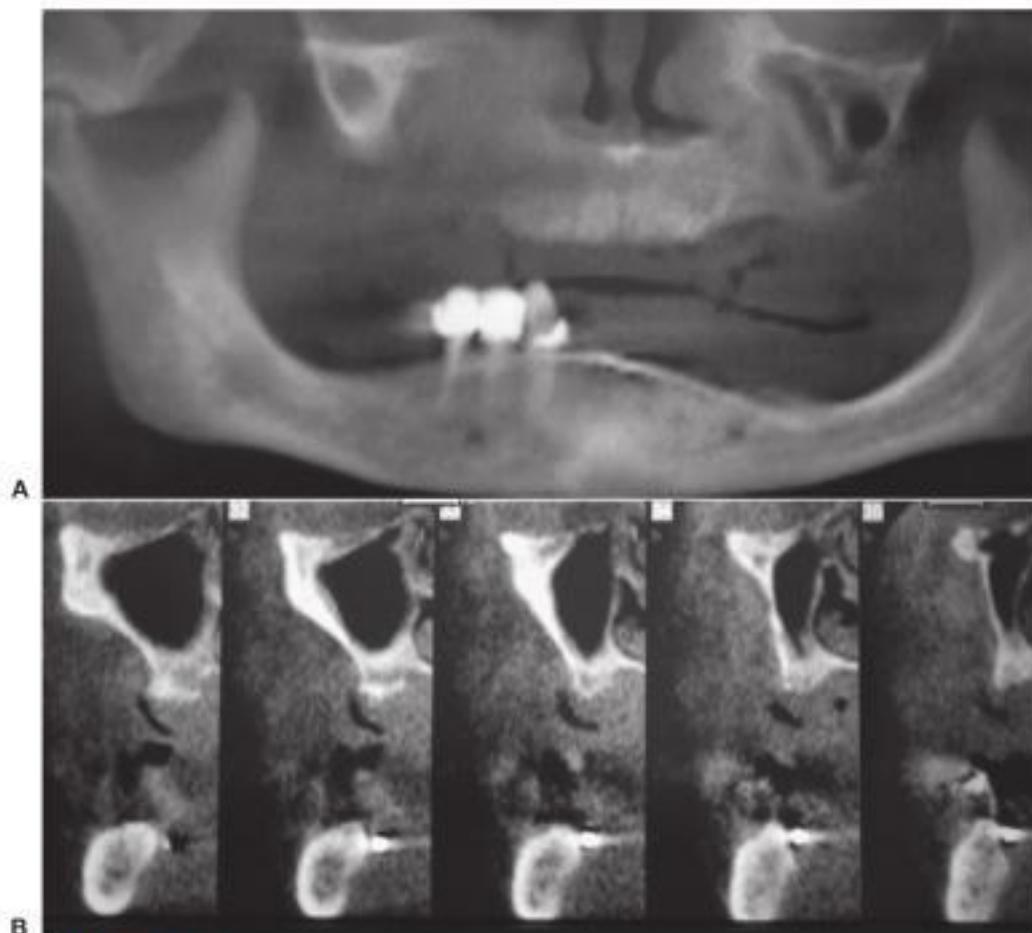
A, La radiografía panorámica muestra una posible neumatización del seno maxilar. La determinación de la cantidad de hueso disponible para la colocación de implantes es difícil. B, La tomografía computarizada (TC) reformada permite una visualización directa de la morfología ósea en varias áreas del maxilar.
